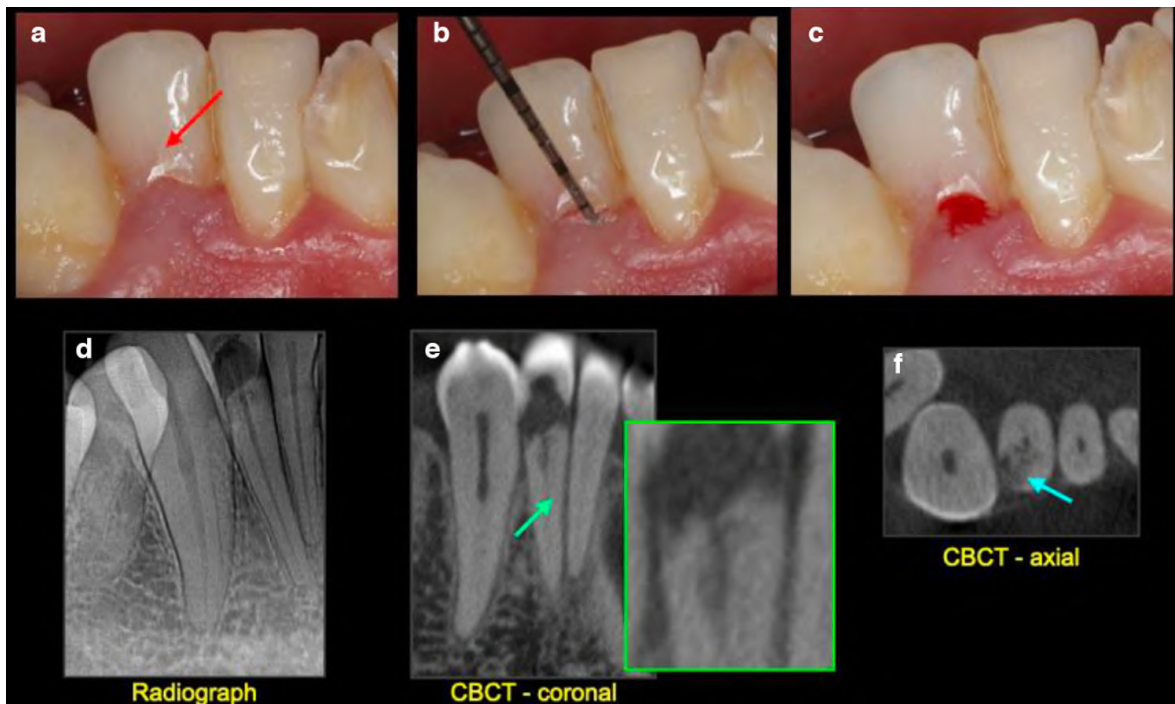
Examens clinique et radiographique révélant la présence d'une résorption radiculaire externe cervicale. Le traitement de la lésion semble inévitablement nécessiter un aménagement des tissus mous en regard (Source : Patel et al, 2022)
